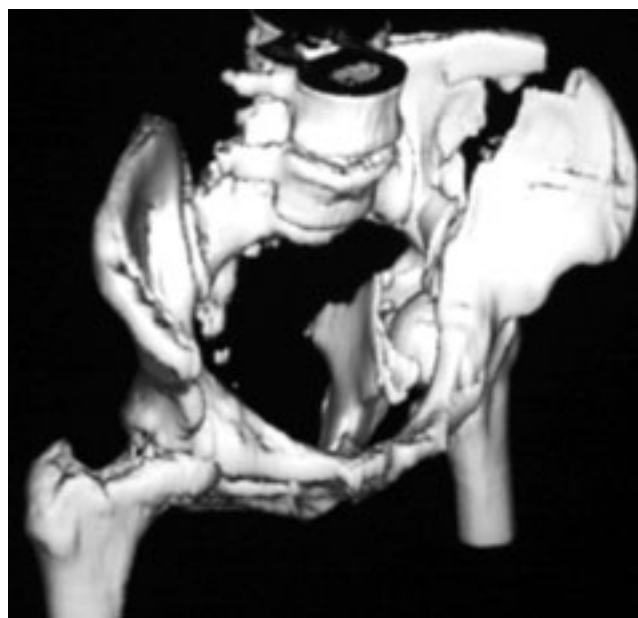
TAC 3D el mismo caso, fractura ambas columnas.
